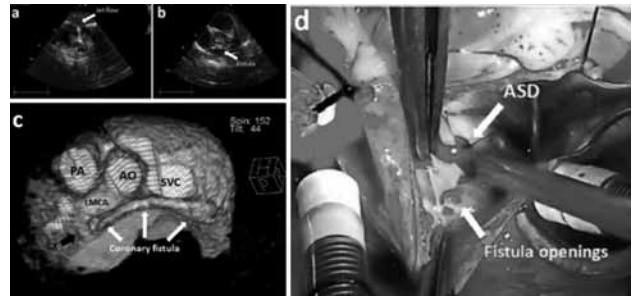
Echocardiography, 3D reconstructed contrast-enhanced computed tomography and intraoperative images of the case with coronary-right atrial fistula. (a) Preoperative subcostal and (b) modified parasternal short-axis echocardiographic views demonstrating the jet flow of and the trajectory of coronary fistula. (c) 3D reconstructed computed tomography demonstrating the trajectory of coronary fistula. Note the dilated left main and circumflex coronary arteries. (d) Surgeons view revealing the closed ASD and the multiple openings of the coronary fistula. AO: Aorta; ASD: Atrial septal defect; LMCA: Left main coronary artery; PA: Pulmonary artery; SVC: Superior vena cava.
